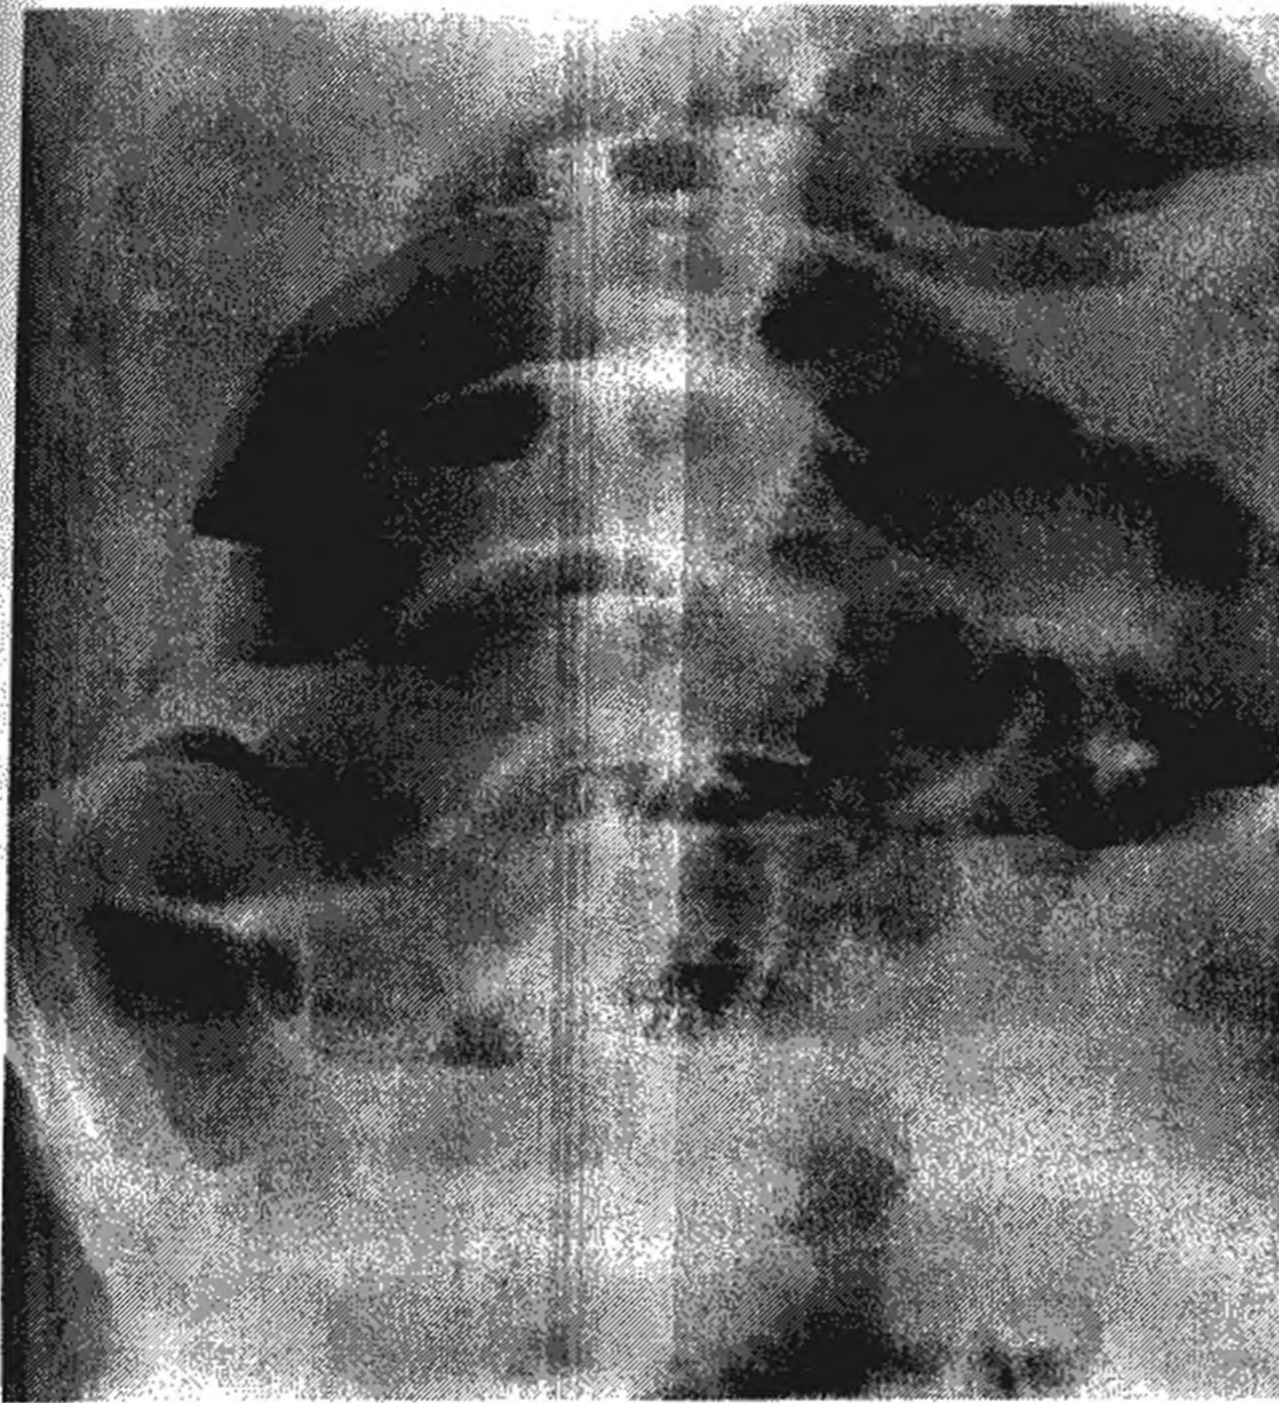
Оглядова рентгенограма органів черевної порожнини.
